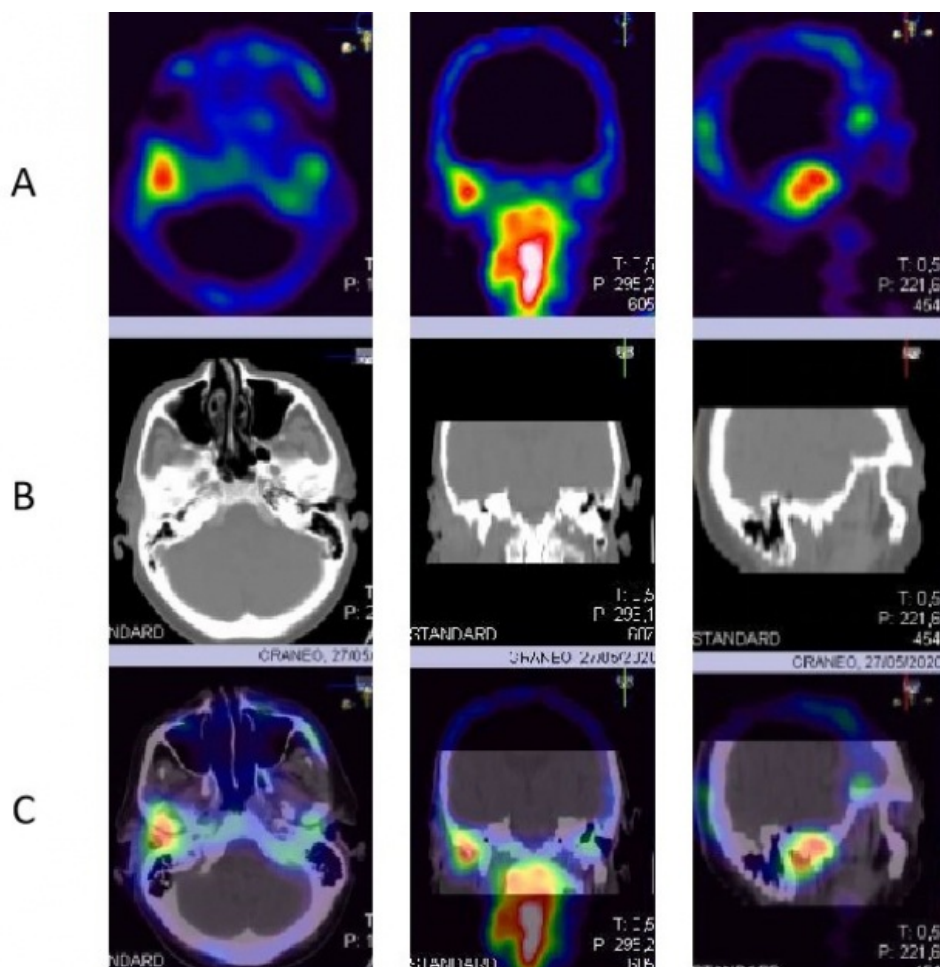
Imágenes de SPECT en cortes axial, coronal y sagital. B) Imágenes de CT. C) Fusión SPECT/CT por co-registro. Se evidencia que el área de hipercaptación involucra el hueso temporal.
